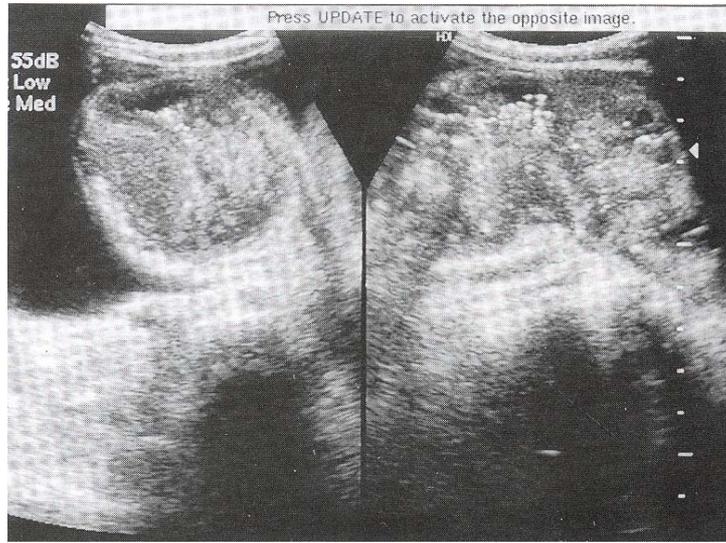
Abdominal ultrasonography performed at admission shows nearly obstructed rectal lumen by pseudomembrane and wall thickening.
